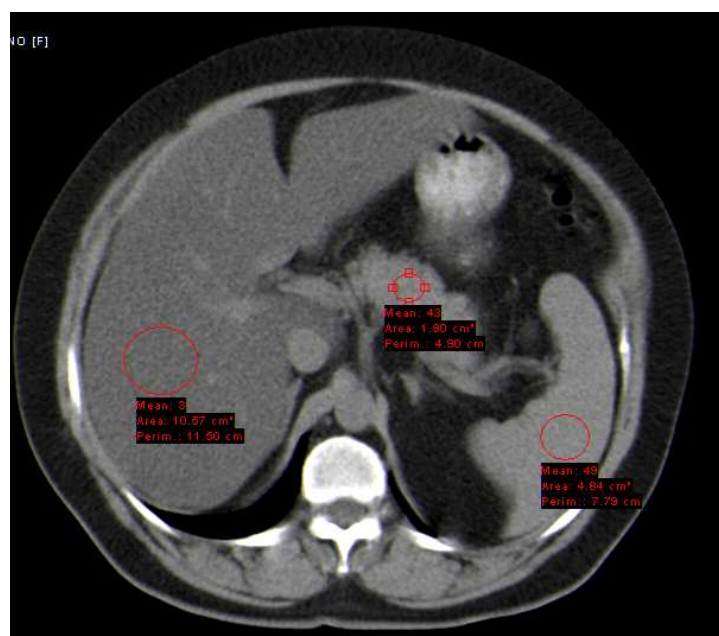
Imagem de tomografia computadorizada ao nível do pâncreas, usada para medida da densidade pancreática.
